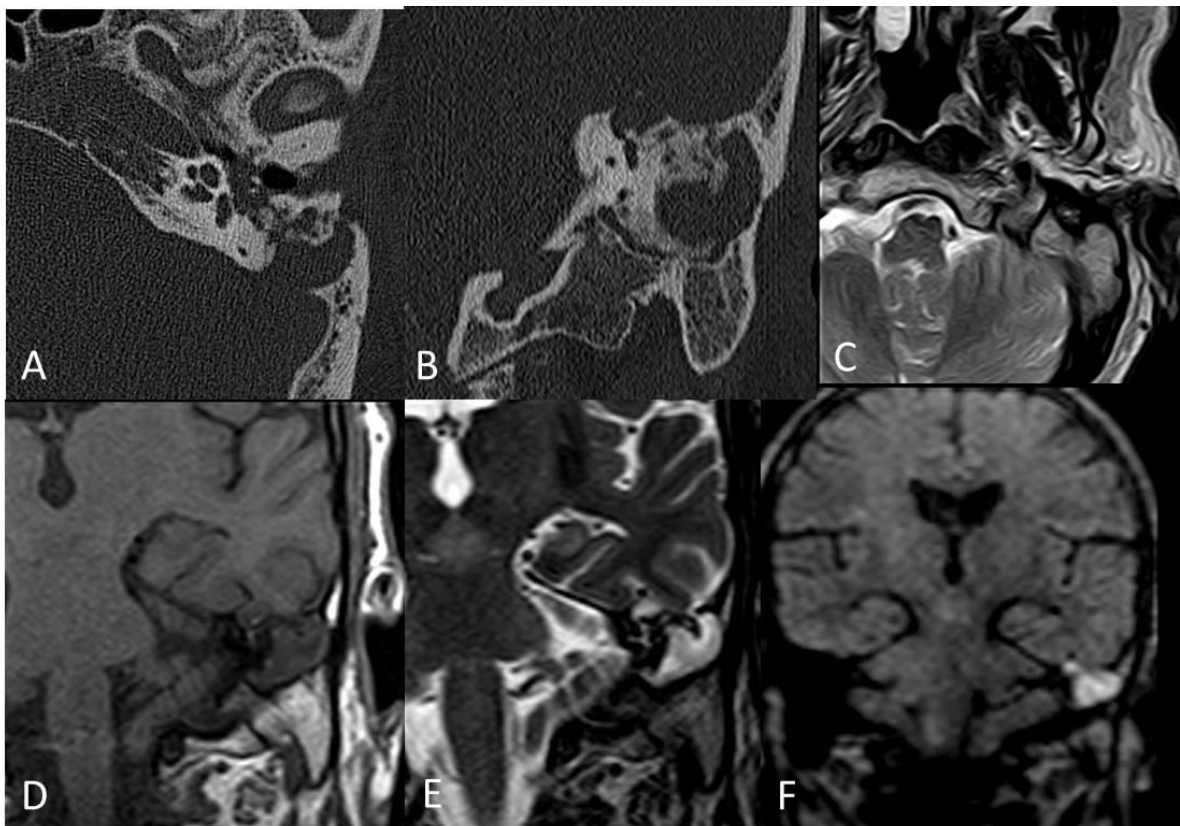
Colesteatoma. (A y B) TC con reconstrucción axial y coronal. (C, D y E) RM anatómica. (F) Coronal DWI no EPI con hiperseñal de gran tamaño en relación con colesteatoma.
